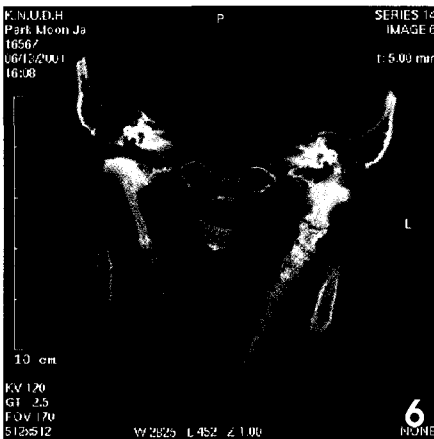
Coronal CT view shows ossified stylohyoid ligaments at both sides.
